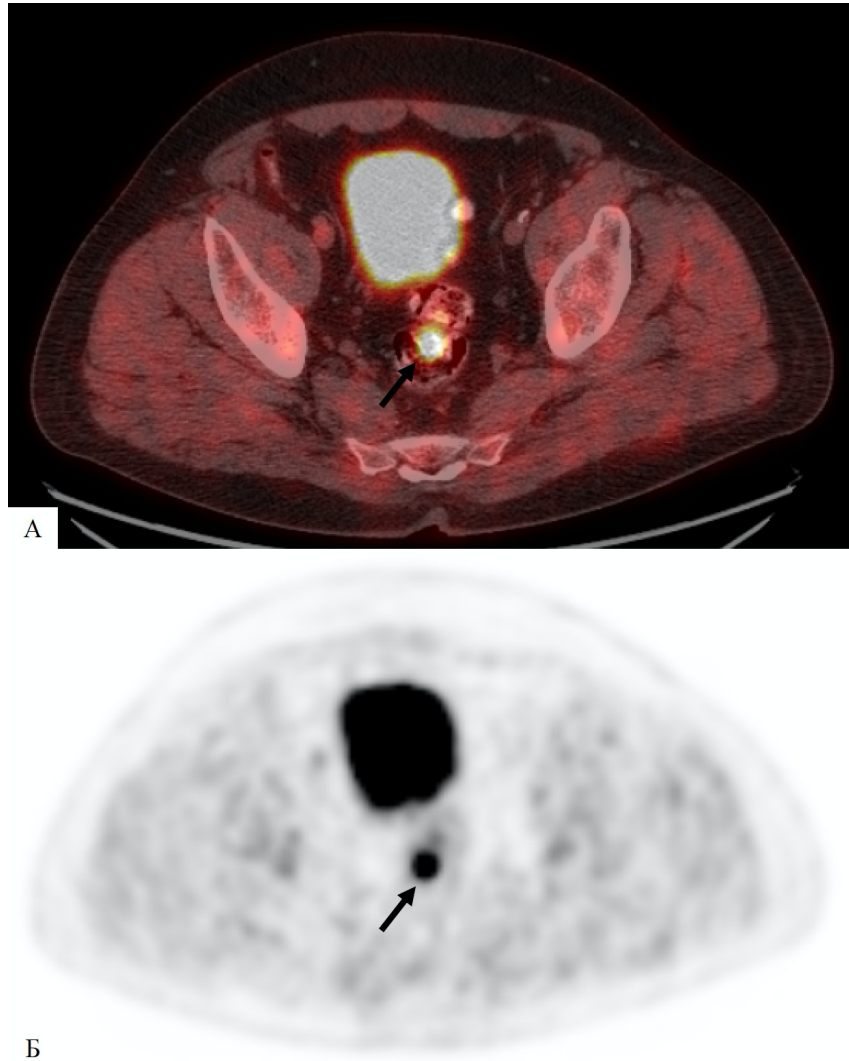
(А,Б) – ПЭТ-КТ пациента с первичным опухолевым очагом, локализованным в прямой кишке (черная стрелка)
